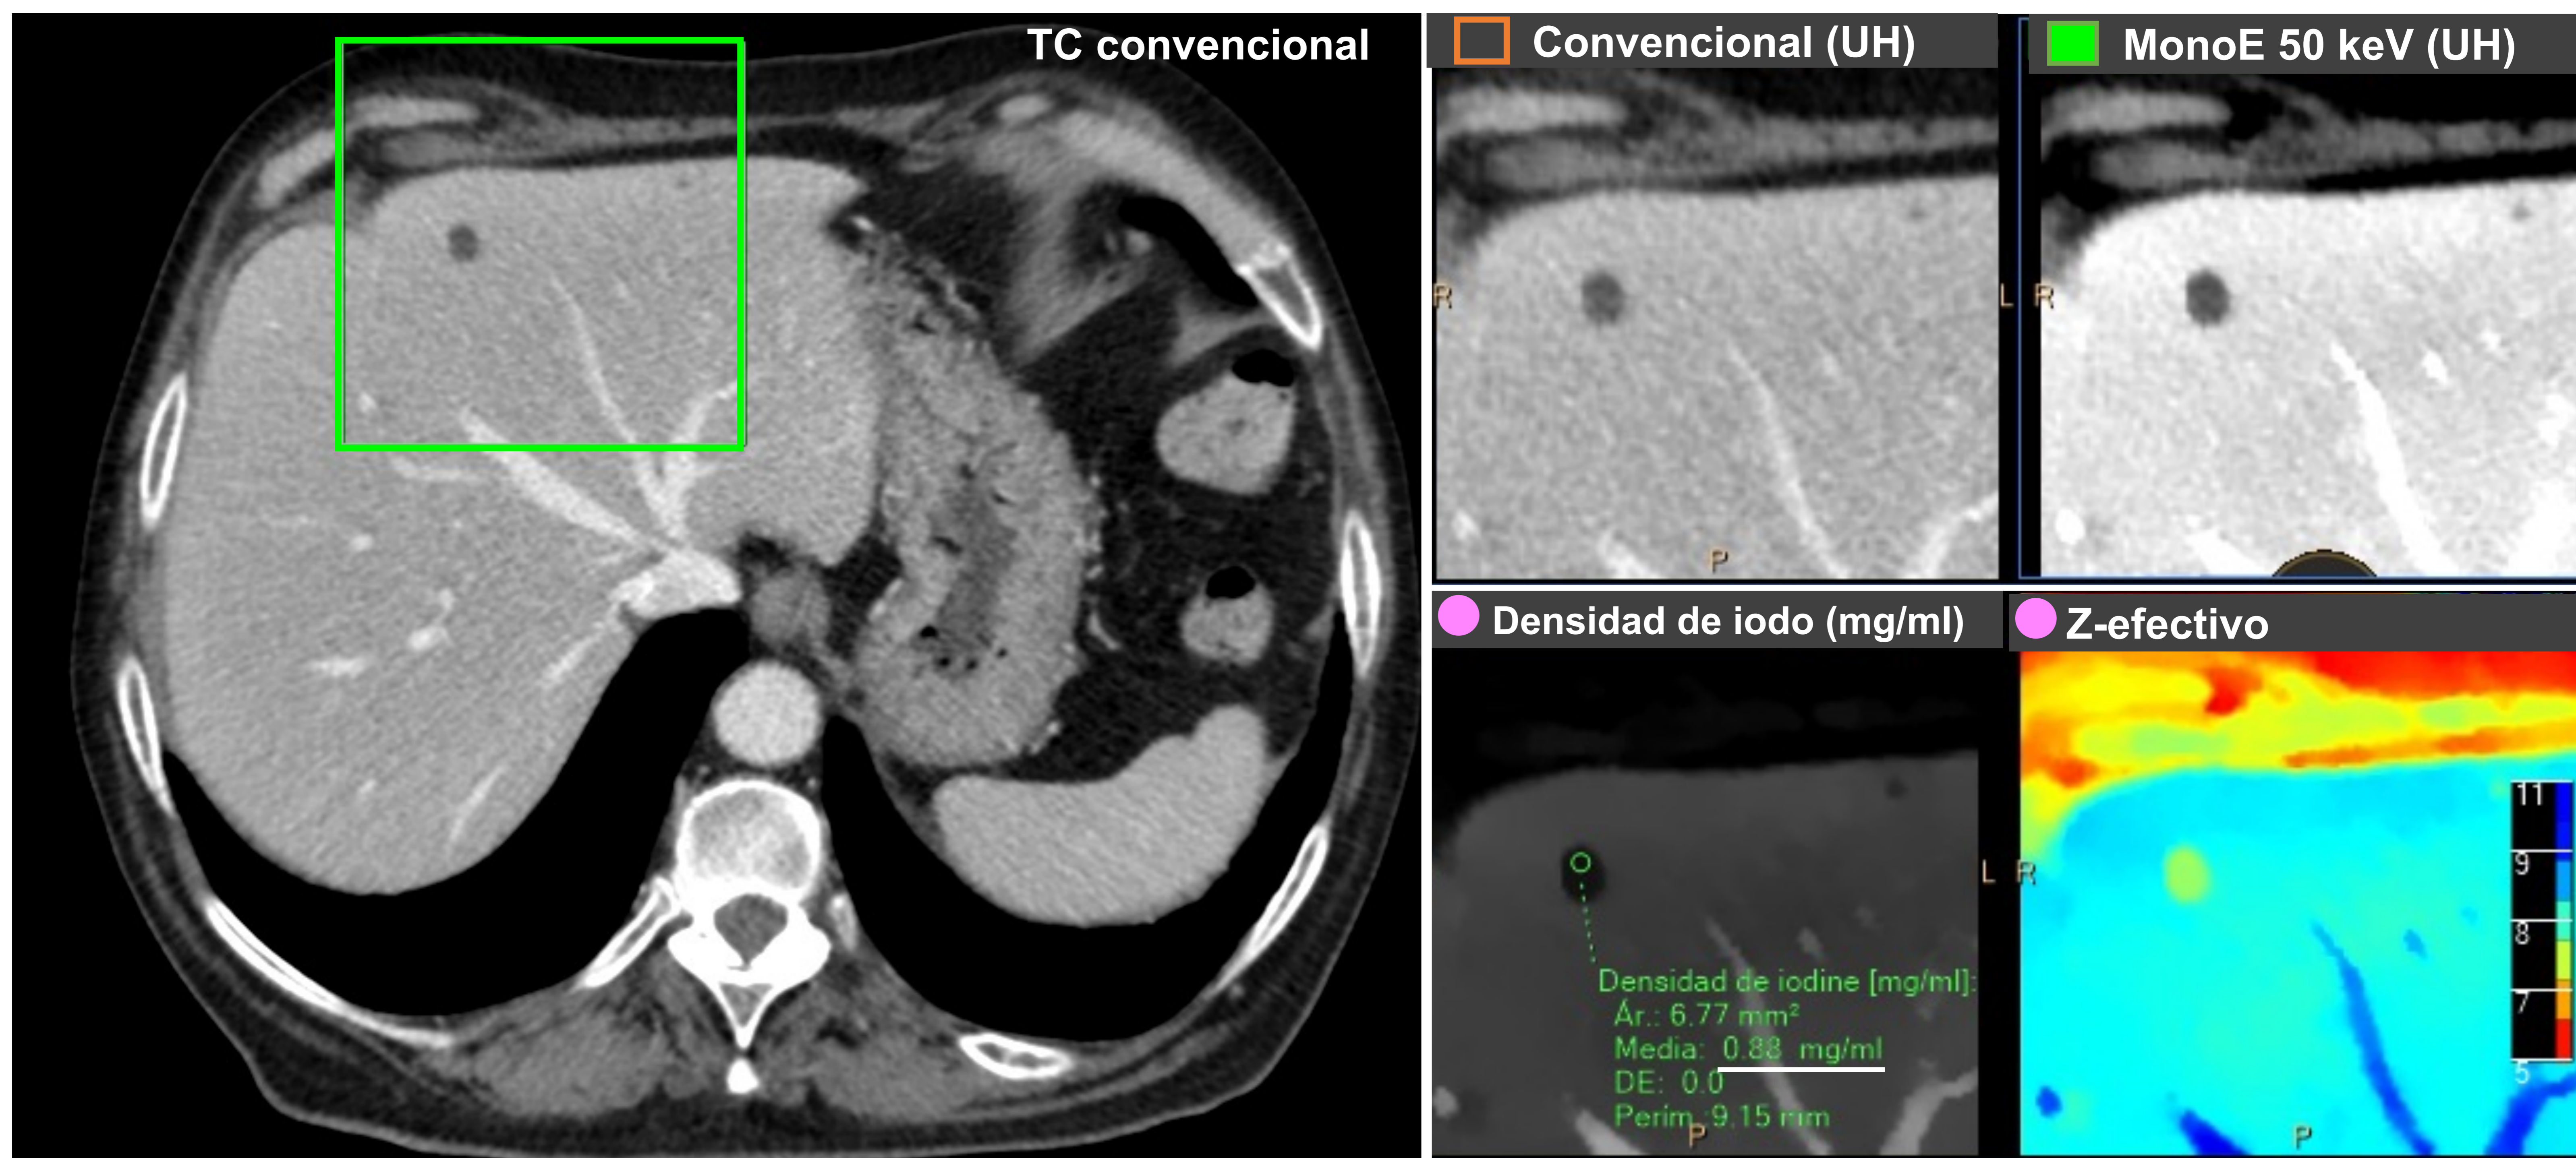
Corte axial de TC tóraco-abdomino-pélvico con adquisición en fase venosa en paciente con cáncer de colon de reciente diagnóstico. No disponemos de estudios previos en nuestro centro. Imágenes ampliadas de dos lesiones hipodensas milimétricas en segmentos hepáticos IVA y II, inespecíficas. En el mapa monoE de baja energía se resalta la menor densidad de las lesiones respecto al parénquima hepático. En el mapa de densidad de yodo se observa la ausencia de captación de contraste (0,88 mg/ml). Estos hallazgos son compatibles con quistes hepáticos.
